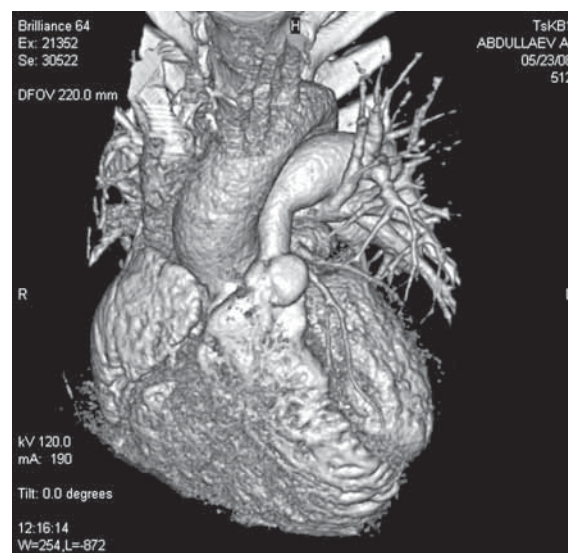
а. Томограмма в 3D режиме: видна резкая гипоплазия ствола ЛА (стрелка)
